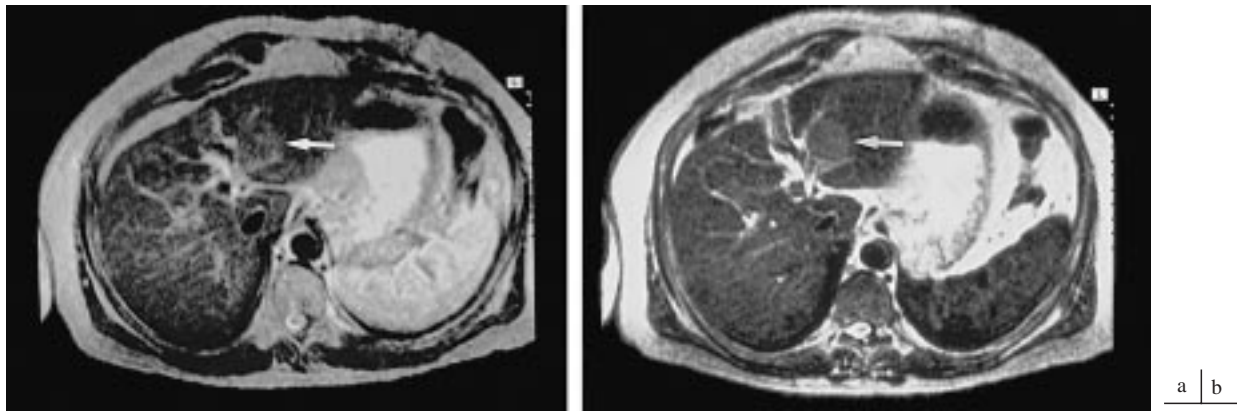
Carcinome hépatocellulaire. IRM après injection d'un produit de contraste superparamagnétique. a) Image pondérée en T2 (temps d'écho = 90 ms, temps de répétition = 2 s) : la lésion du lobe gauche (flèche) est très discrètement hyperintense par rapport au parenchyme adjacent, située entre la division des vaisseaux portes des segments II et III. b) Image pondérée en T2 (temps d'écho = 90 ms, temps de répétition = 2 s), une heure après injection d'un produit de contraste superparamagnétique (Endorem®) : la lésion est en hypersignal relatif (flèche) par rapport au foie adjacent qui est devenu hypointense après injection de particules d'oxydes de fer ; la lésion ne contient pas de cellules de Kupffer, son signal reste donc identique à celui mis en évidence avant injection.
